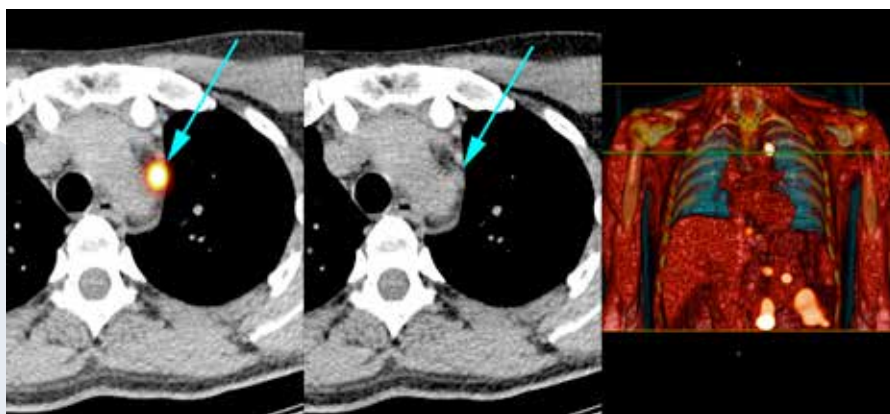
A) Axial reconstruction of fused SPECT/CT image showing a mediastinal sentinel node (SN) (blue arrow). B) The corresponding lymph node on CT (blue arrow). C) 3D volume rendering of the fused SPECT and low dose CT showing SNs with a green line crossing the mediastinal SN.
